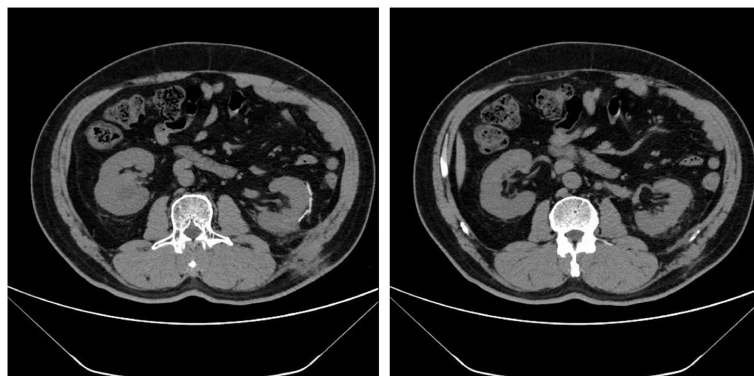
Postoperative review CT plain scan
